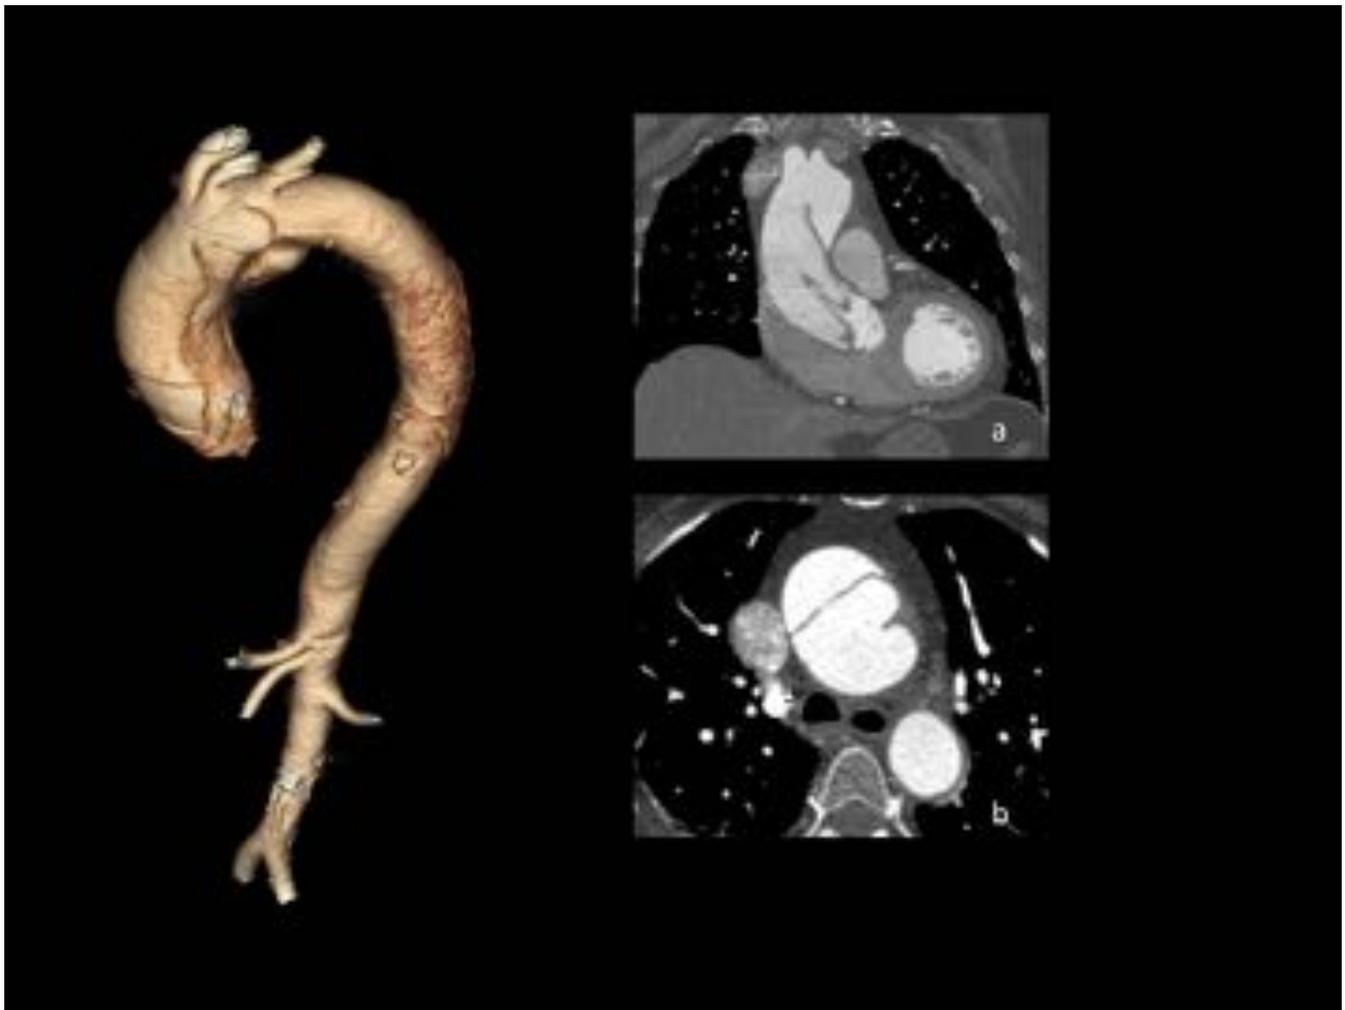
disección de la aorta tipo A . (a-b) TC axial con contraste con reconstrucciones 3D y coronal.
